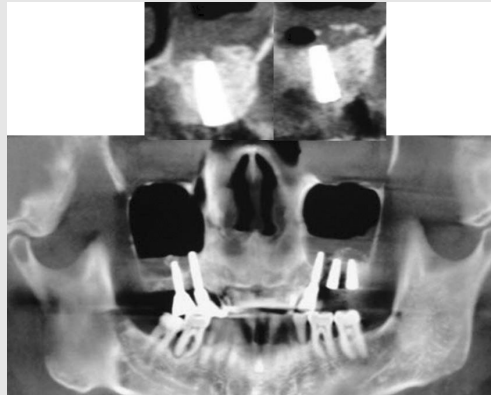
술후CT소견으로 상악 좌측 대구치부에 적절하게 시행된 골이식소견이 보인다. 상악동 내벽까지 골이식재가 삽입되어 있다.
